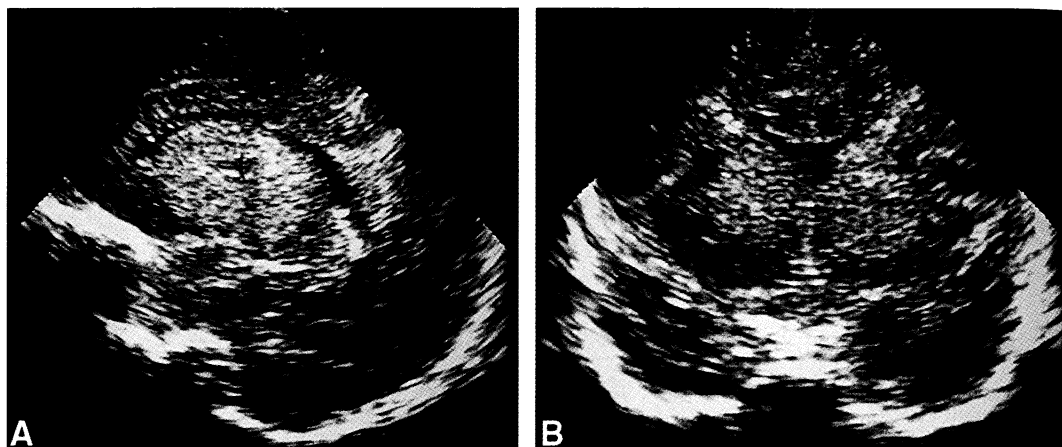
Ultrasonografía cerebral. Sección parasagital (A) y coronal a nivel de los núcleos caudados (B), que muestran un marcado incremento de la ecogenicidad en núcleos grises centrales en un neonato con EHI grave. Estas manifestaciones son características de un patrón de daño que afecta de manera grave los núcleos grises centrales.
